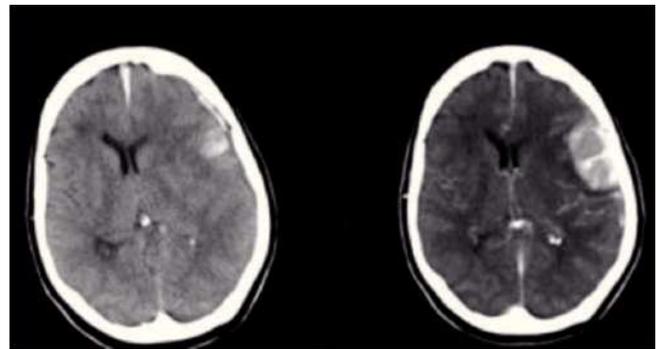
Figura – TC de cráneo sin contraste (Izq.) en la que se evidencia hematoma frontal izquierdo con HSDA y con contraste (Dcha.) que muestra lesión tumoral compatible con meningioma.
